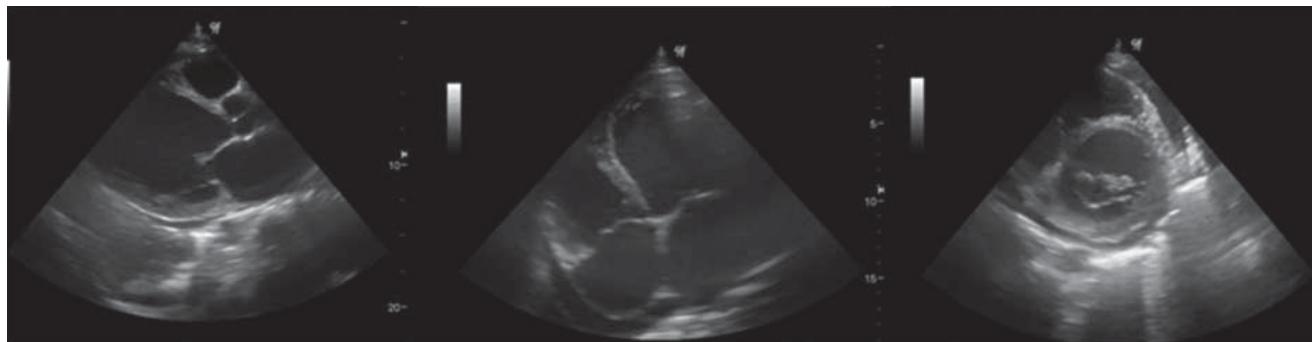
Ecocardiograma transtorácico. Se observa miocardiopatía dilatada con patrón restrictivo, ventrículo izquierdo dilatado con paredes adelgazadas e hipocinesia generalizada.
